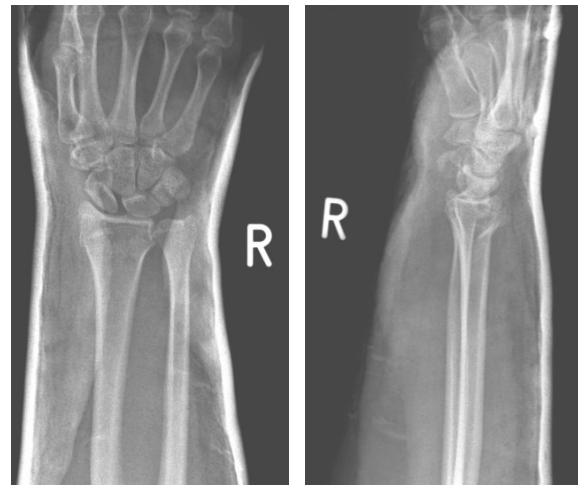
Röntgen a.p. und seitlich nach Reposition rechts
